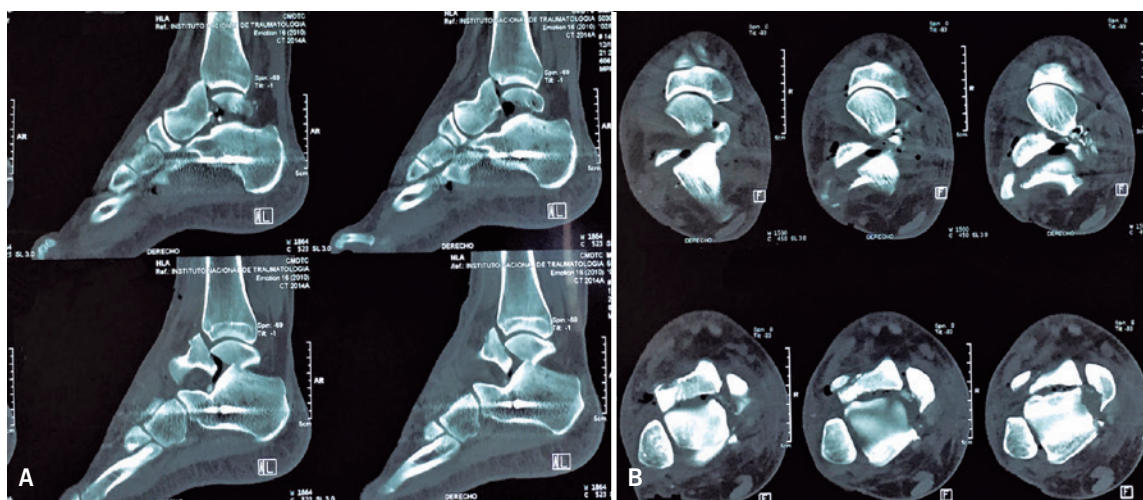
Tomografía computada. (A) Cortes sagitales, (B) Cortes axiales. Se visualiza fractura del cuerpo astragalino plano coronal
